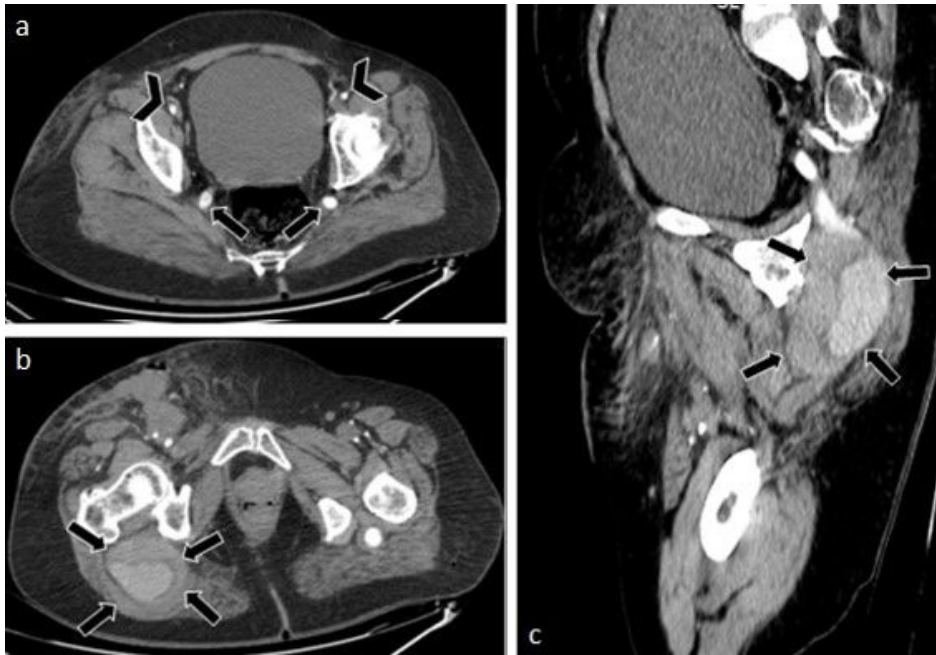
Tomografia computadorizada (TC) – janela de abdome. (a) Axial. Persistência da artéria isquiática bilateralmente, representando continuação da artéria íliaca interna com a artéria poplítea (tipo completo) através do forame ciático maior, posterior ao músculo piriforme, ao longo do trajeto do nervo ciático (seta preta). Associa-se hipoplasia das artérias íliacas externas e do sistema femoral bilateralmente, mantendo opacificação preservada (cabeça de seta); (b) Axial. Degeneração aneurismática (de possível natureza traumática crônica) da artéria isquiática direita, originando-se cerca de 7,0 cm abaixo da artéria íliaca interna, com extensão de 9,2 cm, apresentando diâmetro axial máximo de 6,7 × 5,7 cm. A degeneração aneurismática apresenta contornos lobulados e irregulares (seta preta); (c) Sagital. Degeneração aneurismática (de possível natureza traumática crônica), parcialmente trombosado, da artéria isquiática direita. Nota-se ainda ausência de opacificação do sistema arterial à jusante do aneurisma nas fases disponíveis (seta preta).
